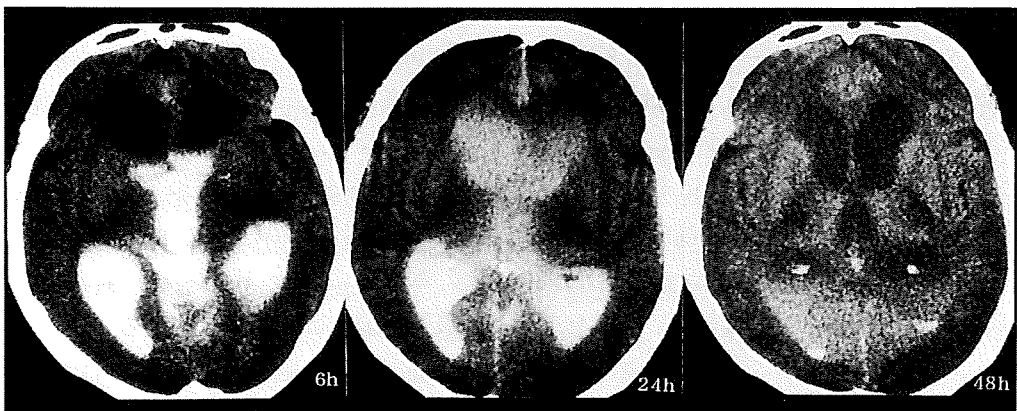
特発性 NPH 患者の CT cisternography type IV
